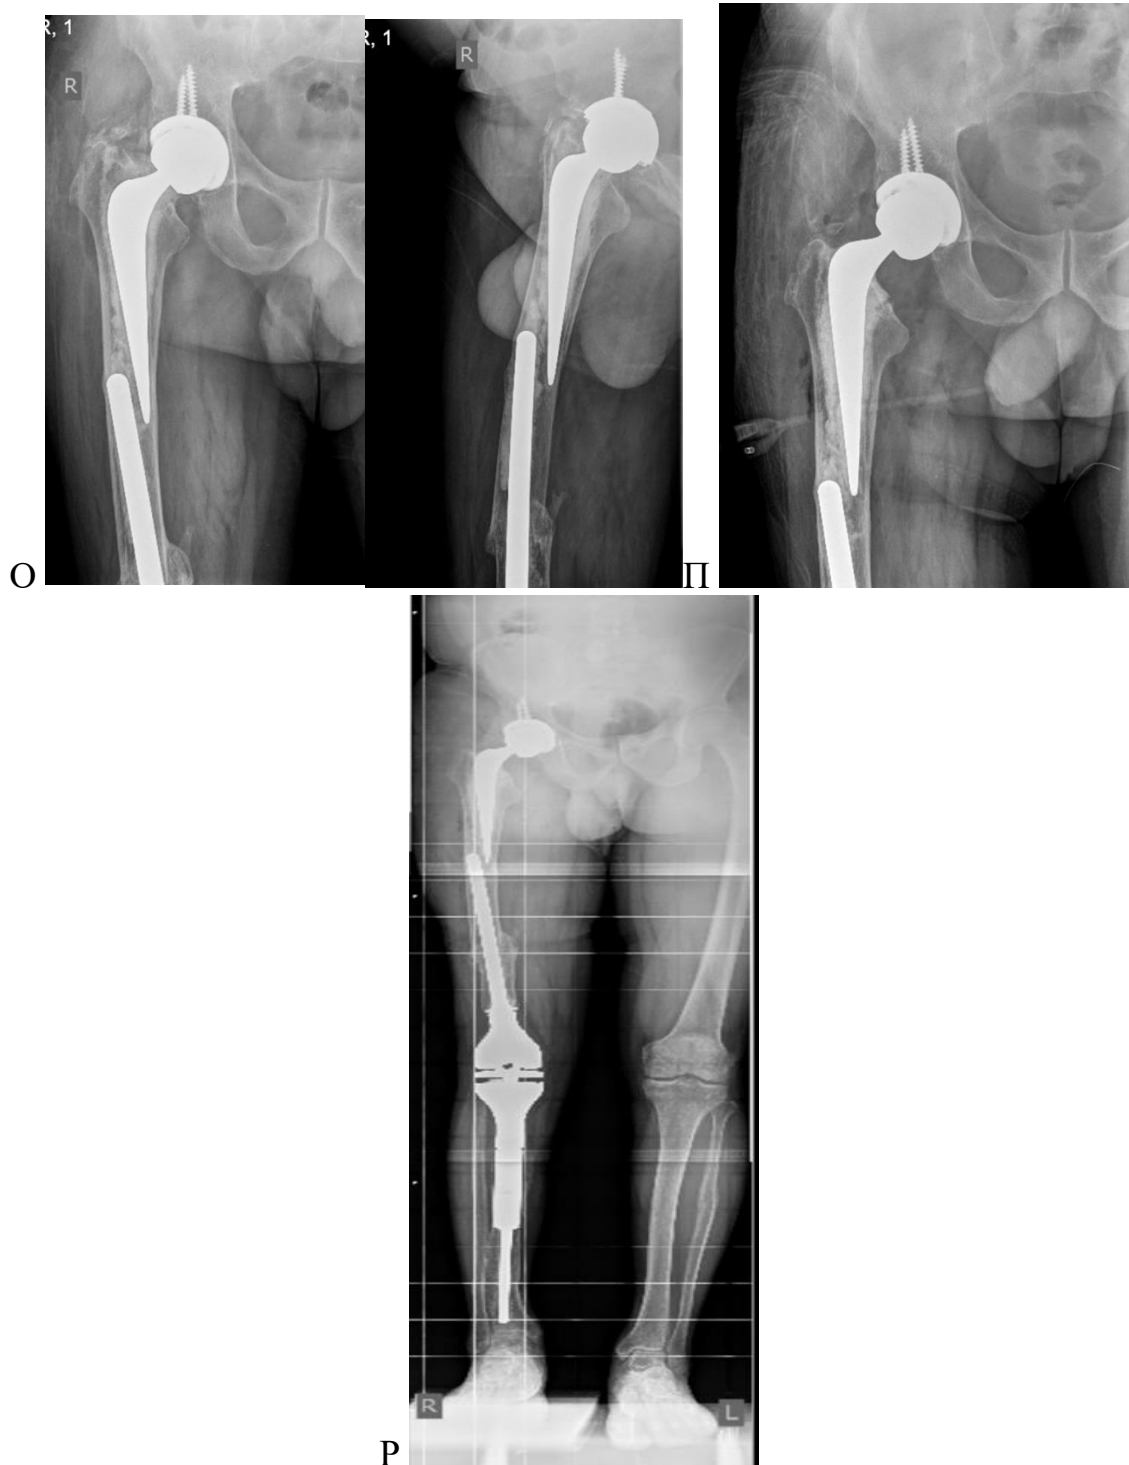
Клинически пример применения биологической реконструкции кости при выполнении ревизионного эндопротезирования коленного сустава: рентгенограммы пациента с нестабильным онкологически эндопротезом коленного сустава а) Боковая и прямая проекции дистального отдела бедренной кости, определяется нестабильность компонентов в сочетании с переломом бедренной кости; б) прямая проекция дистального отдела большеберцовой кости, определяется нестабильность большеберцового компонента эндопротеза; в) телерентгенограмма прямая проекция, определяется нестабильность
